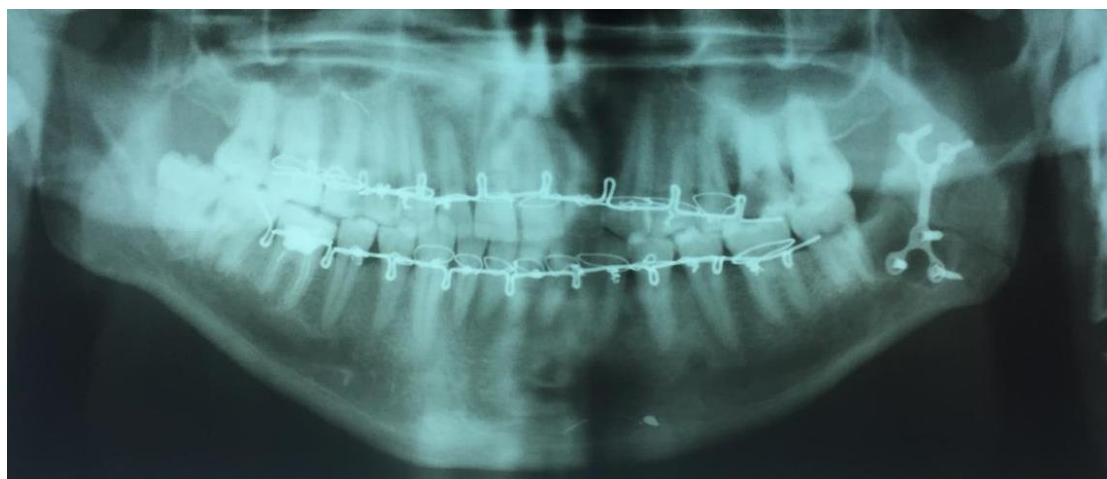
Панорамная томография зубочелюстной системы.
